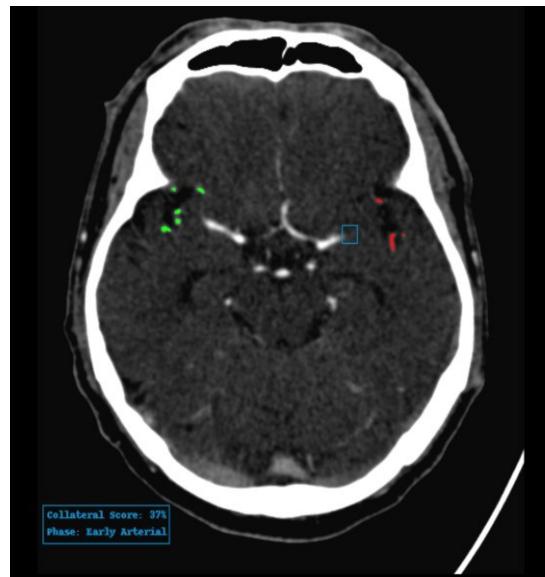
Beispiel für die Ausgabe von StrokeViewer Collaterals als Überlagerung im CTA-Scan (in diesem Beispiel wird eine Schicht dargestellt). Der Kollateralfluss der betroffenen Hemisphäre wird rot dargestellt, und der Kollateralfluss der nicht betroffenen Hemisphäre wird grün dargestellt. Erkanntes LVO wird mit einem blauen Begrenzungsrahmen hervorgehoben.
